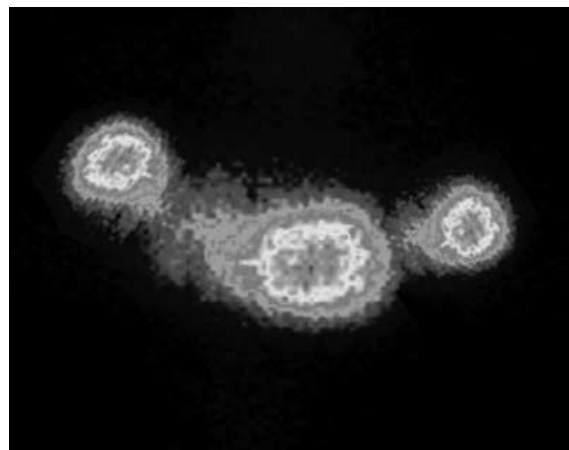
Нормальная радионуклидная гистеросальпингосцинтиграфия с наличием признаков перемещения РФП из влагалища через матку и проходимость фаллопиевых труб к фимбриям перитонеального пространства.
